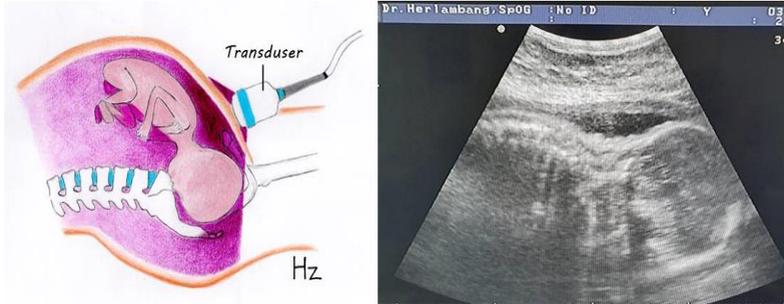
Persiapan pasien sebelum dilakukan pemeriksaan USG
